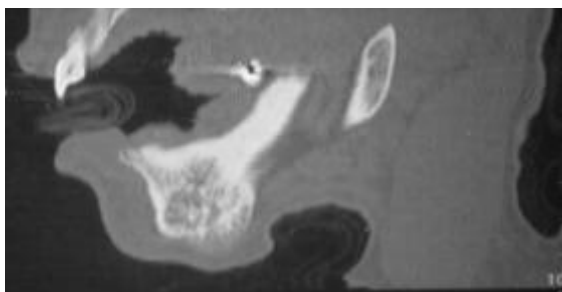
TDM coupe sagittale : Aspect hétérogène avec spicules vers les parties molles
